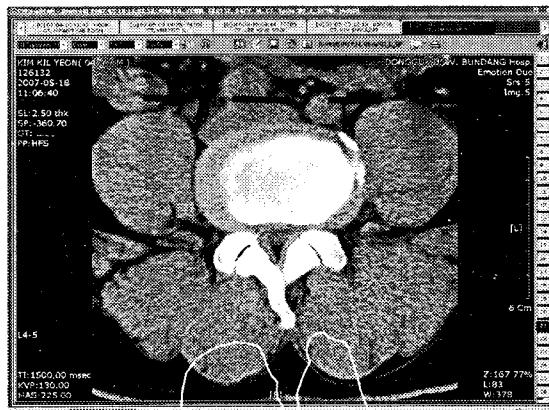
CT imaging of case 3
